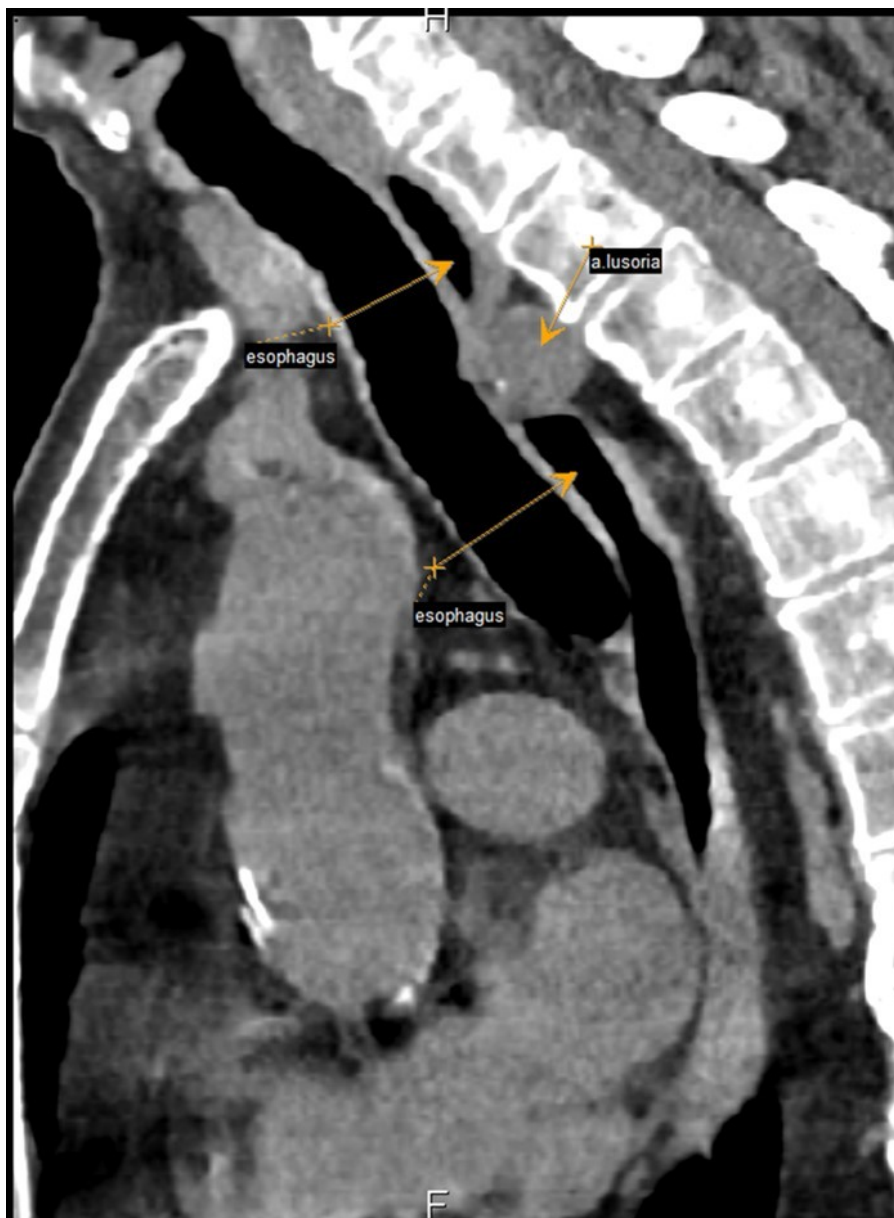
Пациент А. 1955 г.р., сагиттальная проекция КТ органов грудной клетки
